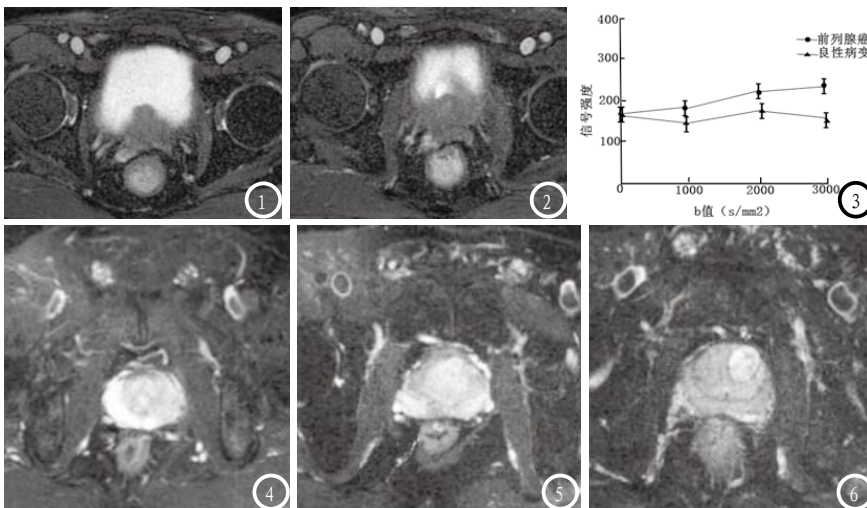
前列腺癌的高场MRI平扫表现。图1 57岁，前列腺癌病灶位于中央腺体，累及精囊，T2WI上显示左侧膀胱精囊角消失，正常精囊结构破坏，呈低、等信号影。图2 60岁，前列腺癌病灶位于外周带，可见膀胱与前列腺相邻处不规则增厚。图3 信号强度随b值的变化趋势。图4-6 不同b值下DWI图像表现。图4-6 68岁，前列腺癌，图4-6依次为b=1000，2000，3000s/mm²时DWI图像的显示特征，前列腺癌病灶在3个b值图像上均表现出高信号。
